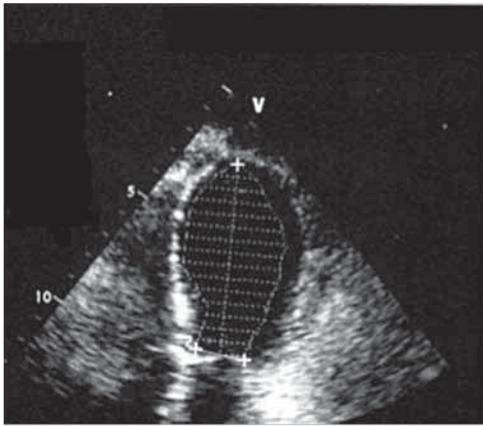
Ecocardiograma transtorácico muestra abalonamiento apical.
